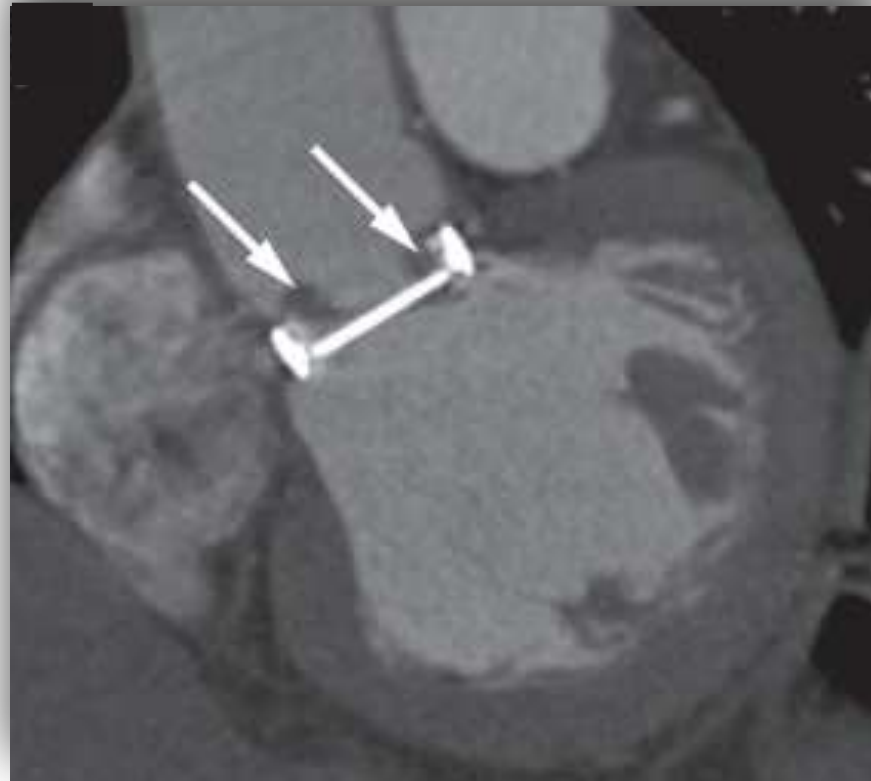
Angio TC de aorta torácica con prótesis valvular aórtica trombosada. La ecocardiografía transtorácica (no mostrada) demostró un gradiente de presión aumentado sobre la válvula y sugirió la presencia de un trombo. El trombo (flechas blancas) en la valva y el anillo se visualiza claramente. Después de la trombólisis, la hipodensidad desapareció y la válvula abrió normalmente, apoyando el diagnóstico de válvula protésica trombosada.
